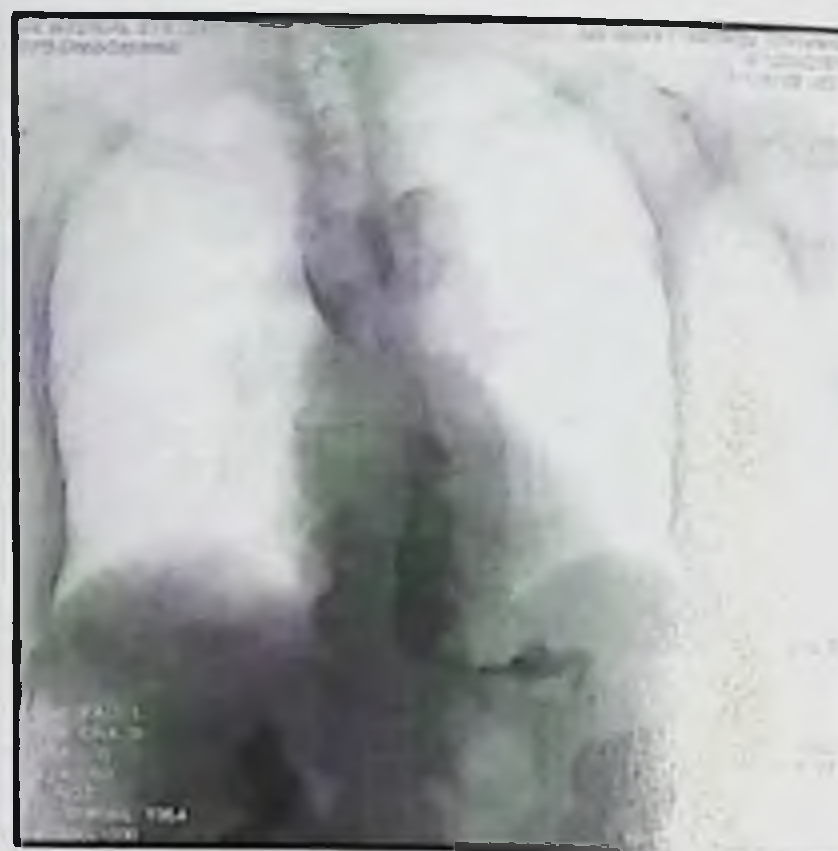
Фрагмент обзорной рентгенограммы груди и живота.
